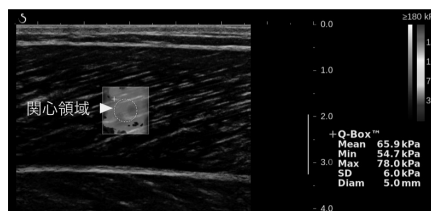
超音波エラストグラフィ法で撮像した腓腹筋内側頭の筋のスティフネス
